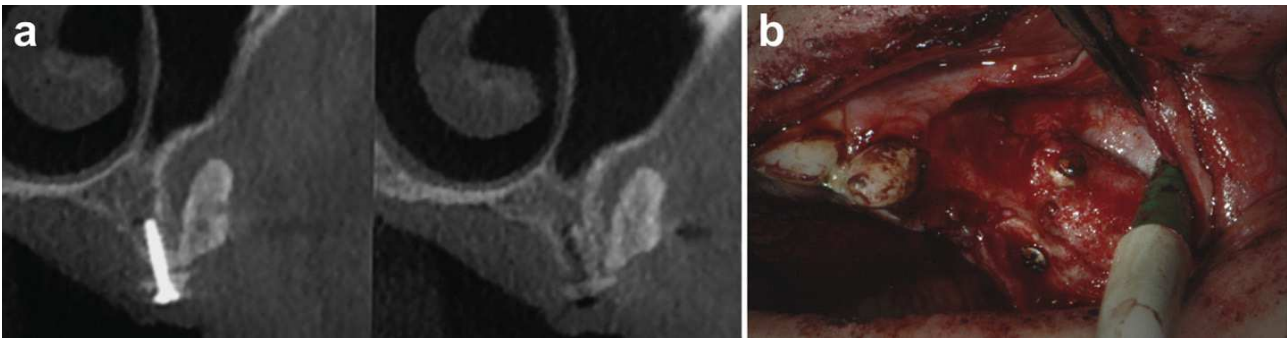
Images du cas clinique numéro 1 (80): Après 6 mois, le CBCT met en évidence une résorption partielle entre le greffon autogène maxillaire gauche et l'os cortical. Coupe du CBCT (a), vue per-opératoire (b).
